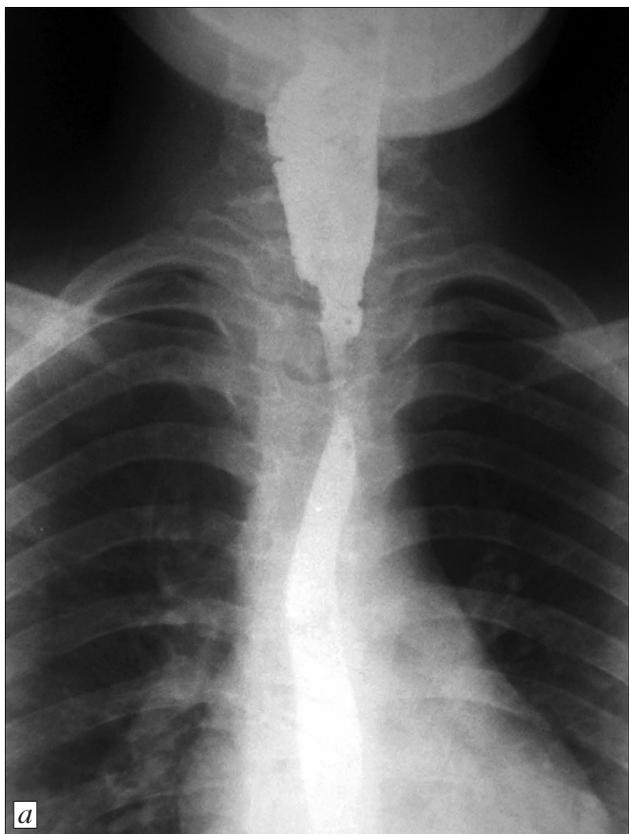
Рентгенограмма пищевода через 1 год после устранения дивертикула.
